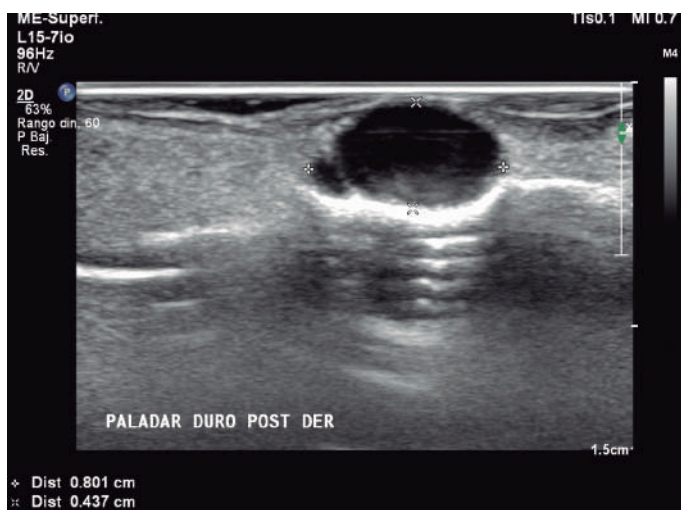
Ecografía paladar duro. Lesión hipocogénica de aspecto quístico en el sector posterior derecho de paladar duro, con contenido denso.
